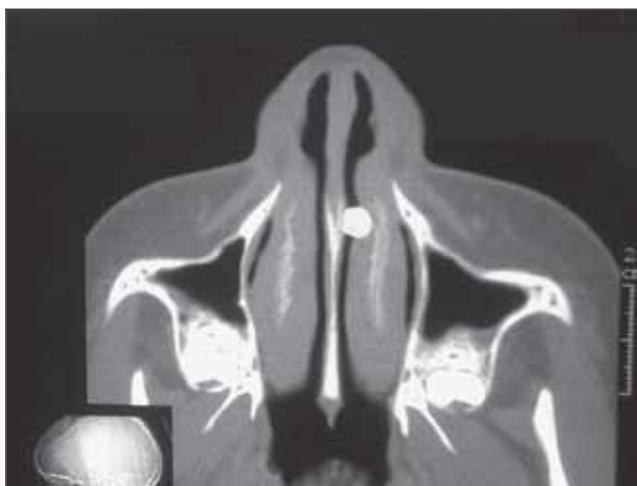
Tomografia computadorizada - corte axial evidenciando imagem radiopaca em fossa nasal esquerda.
